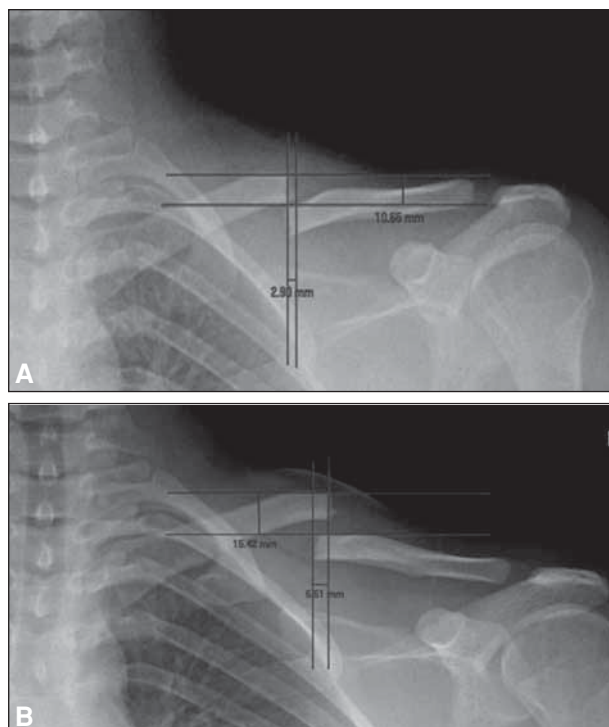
Paciente varón de 18 años que sufrió un accidente de tránsito. A. Radiografía en decúbito dorsal. Se objetiva un desplazamiento vertical de 10,65 mm y un desplazamiento horizontal de 2,90 mm. B. Radiografía en bipedestación. Se objetiva un desplazamiento vertical de 15,42 mm y un desplazamiento horizontal de 5,51 mm.
